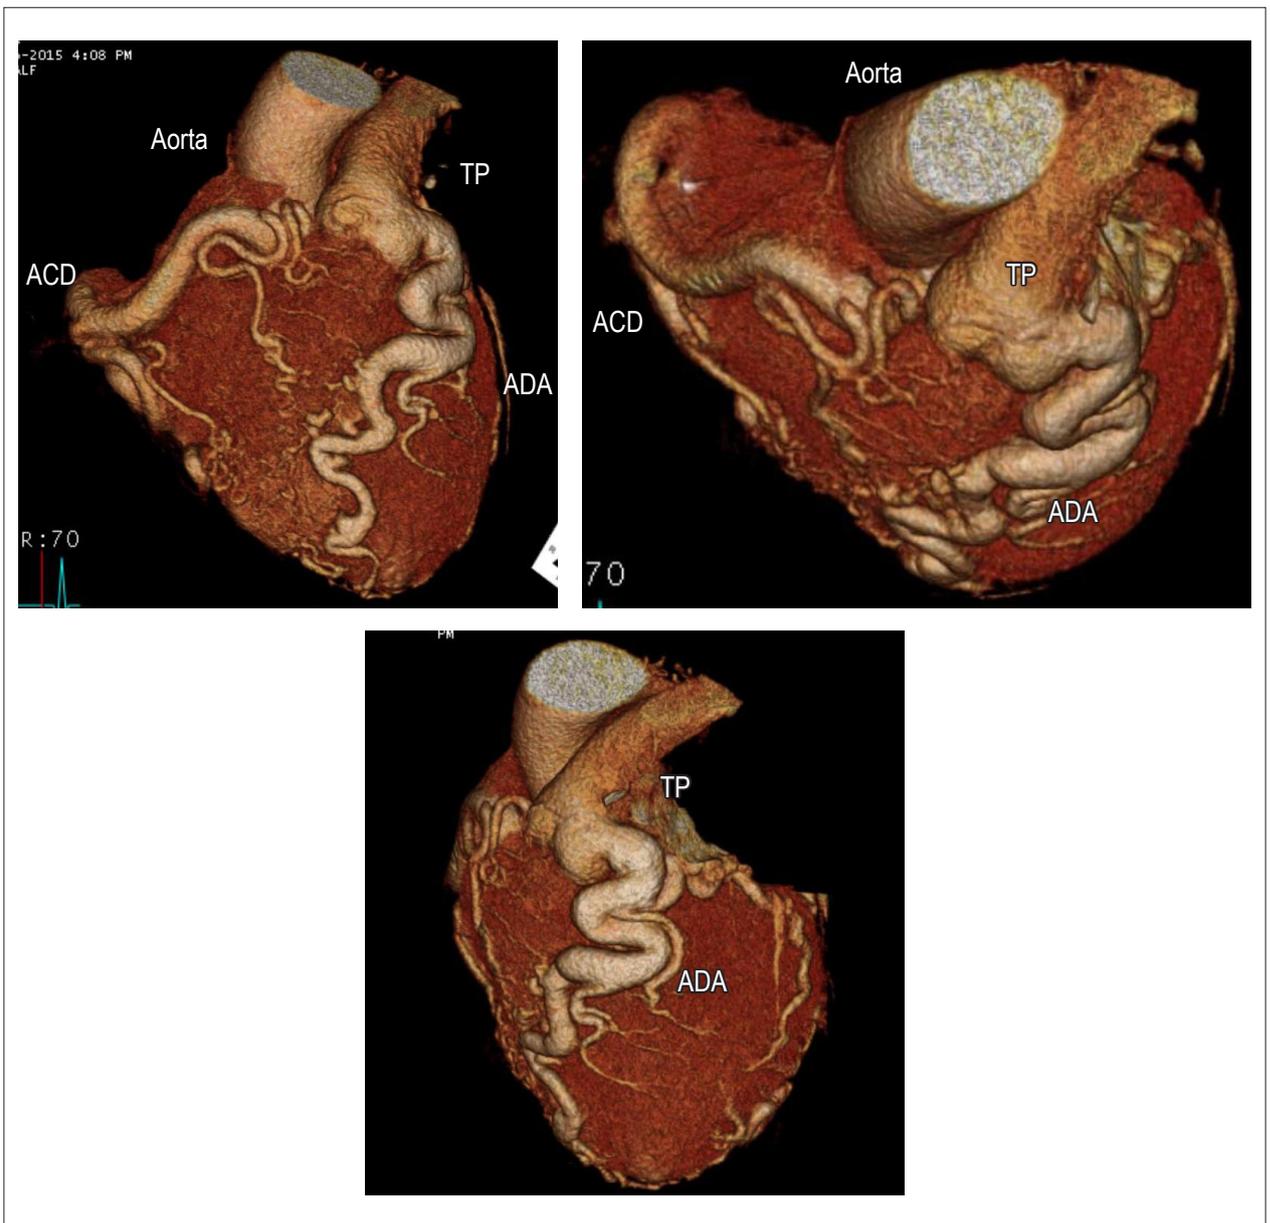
Reconstrução tridimensional (angioTC) da circulação coronária. Origem anômala da ACE a partir do TP. ACD, com origem e trajeto habituais, fornece exuberante rede de colaterais epicárdicas para a artéria descendente anterior. Notam-se marcantes dilatações e tortuosidades dos vasos epicárdicos. AngioTC: angiotomografia das artérias coronarianas; ACE: artéria coronariana esquerda; TP: tronco pulmonar; ACD: artéria coronariana direita; ADA: artéria descendente anterior.
